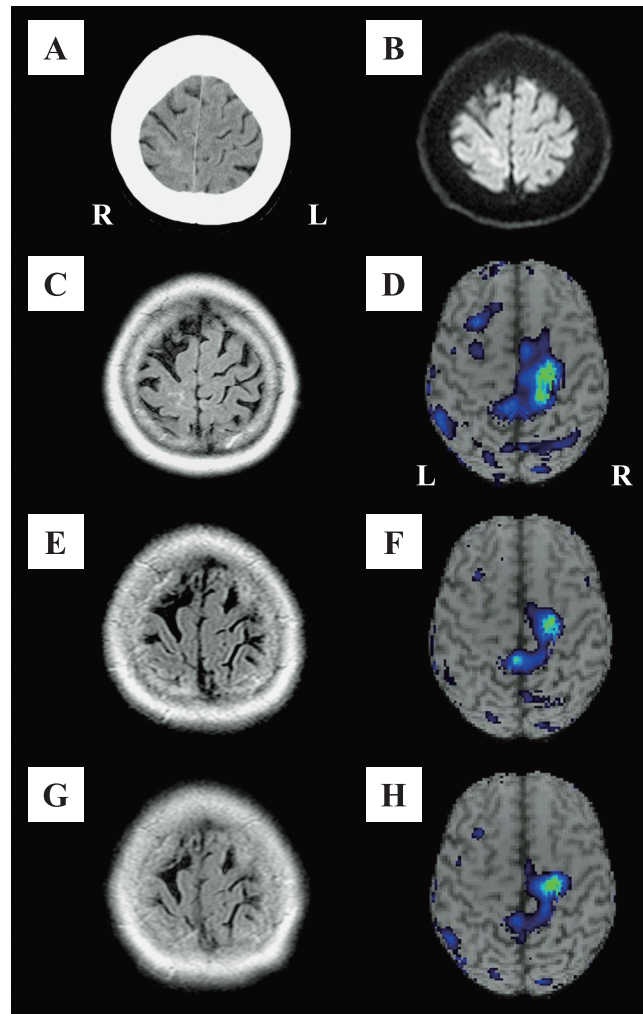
CT scan, magnetic resonance imaging (MRI) and ^{123}I -IMP-SPECT analyzed by easy Z-score imaging system (e-ZIS). CT scan showed a high density area in the cortex of the right parietal lobe, which suggested possible cortical subarachnoid hemorrhage (cSAH) on day 1 (A).
